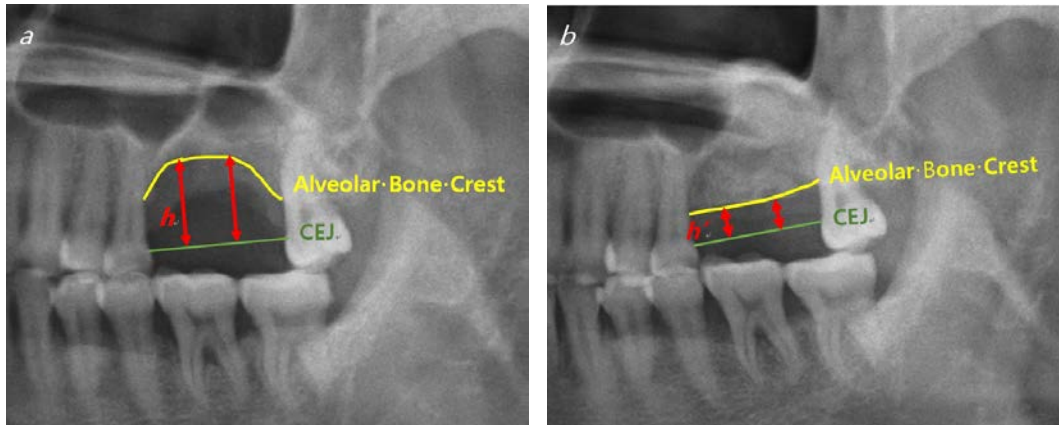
Radiographic evaluation with panoramic view (a) pre-operative, (b) post-operative. CEJ: cemento–enamel junction, h: height from alveolar bone crest to CEJ.
